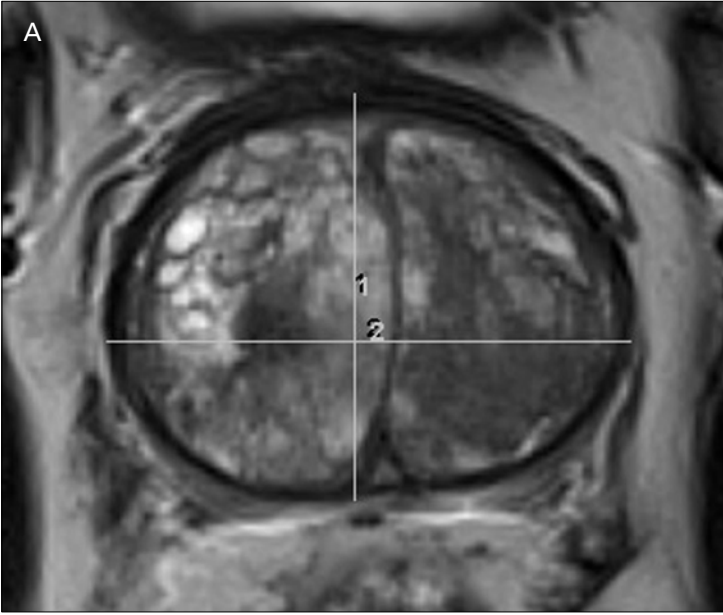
Axial and sagittal MRI of a 59-year-old patient before (A) and after (B) PAE with an initial prostate volume of 99.2 ml, an IPSS of 31 points and a QoL score of 5 points. In the follow-up four months after PAE, a significant reduction of the prostate size to a volume of 77.5 ml (-21,9%) and a decrease in the IPSS to 10 points (-68%) as well as a reduction of the QoL-score to 2 points (-60%) was documented.
